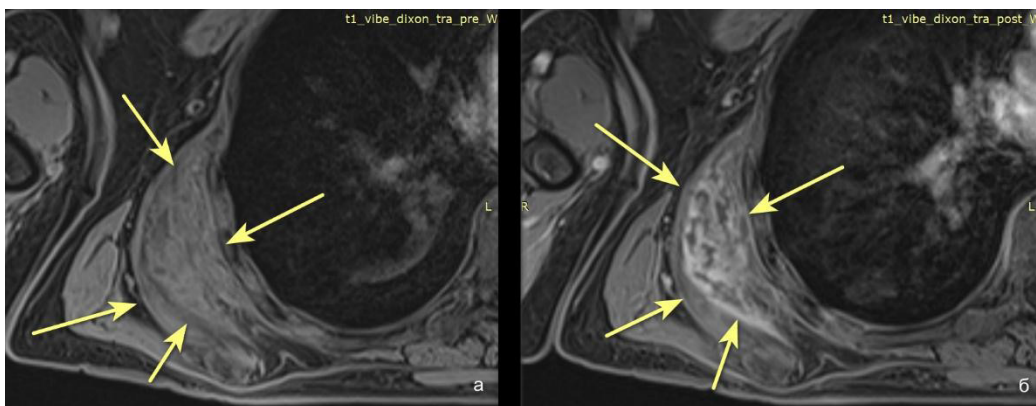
МРТ мягких тканей спины справа: а — T1-взвешенное изображение, нативное, аксиальная плоскость; б — T1-взвешенное изображение, после контрастного усиления, аксиальная плоскость
